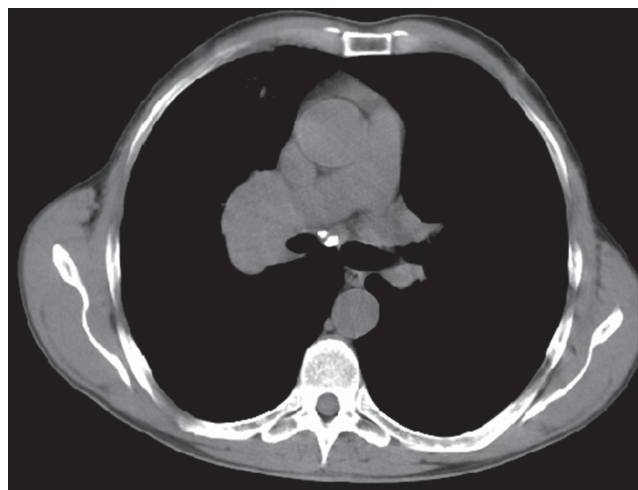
Компьютерная томограмма легких: опухолевый конгломерат в корне правого легкого, состоящий из первичной опухоли и увеличенных лимфатических узлов корня, располагается вокруг дистальной части правого главного бронха. Просвет правого главного бронха неравномерно сужен. Центральный рак правого легкого с поражением верхнедолевого, промежуточного и дистальной части главного бронха
